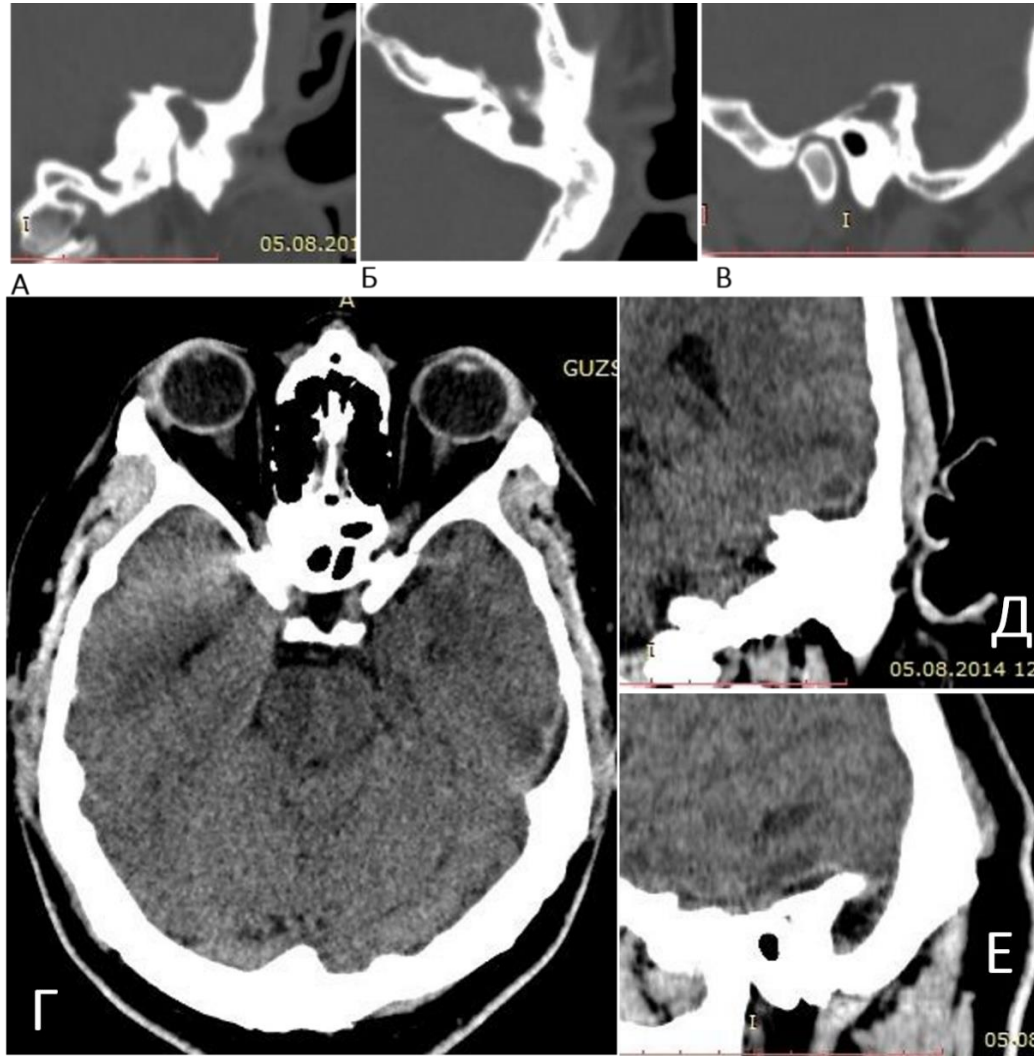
КТ левой височной кости в коронарной (А), аксиальной (Б) и сагиттальной (В) проекциях, КТ головного мозга без контрастирования в аксиальной (Г), коронарной (Д) и сагиттальной (Е) проекциях пациента С., 36 лет. Диагноз: хронический эпителимпанит слева, отогенный менингоэнцефалит, эпидуральный абсцесс левой височной области. В аттико-антральной зоне определяется обширная зона деструкции с образованием полости неправильной формы, заполненной мягкотканым содержимым (54–63 ед. Н), верхняя грань пирамиды височной кости истончена, определяется дефект в среднюю черепную ямку. Над верхней гранью пирамиды левой височной кости определяется зона пониженной плотности (12–17 ед. Н) в виде линзовидной формы, плотность вещества головного мозга, прилегающего к очагу снижена.
